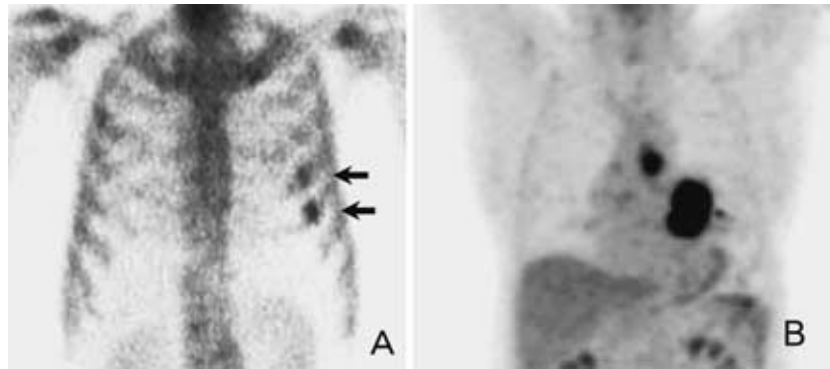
Case 6,59 yo female. The false positive ^{99m}Tc bone scintigraphy findings (A) revealed two rib fractures which was correctly diagnosed as a true negative ¹⁸FDG-PET finding (B)
